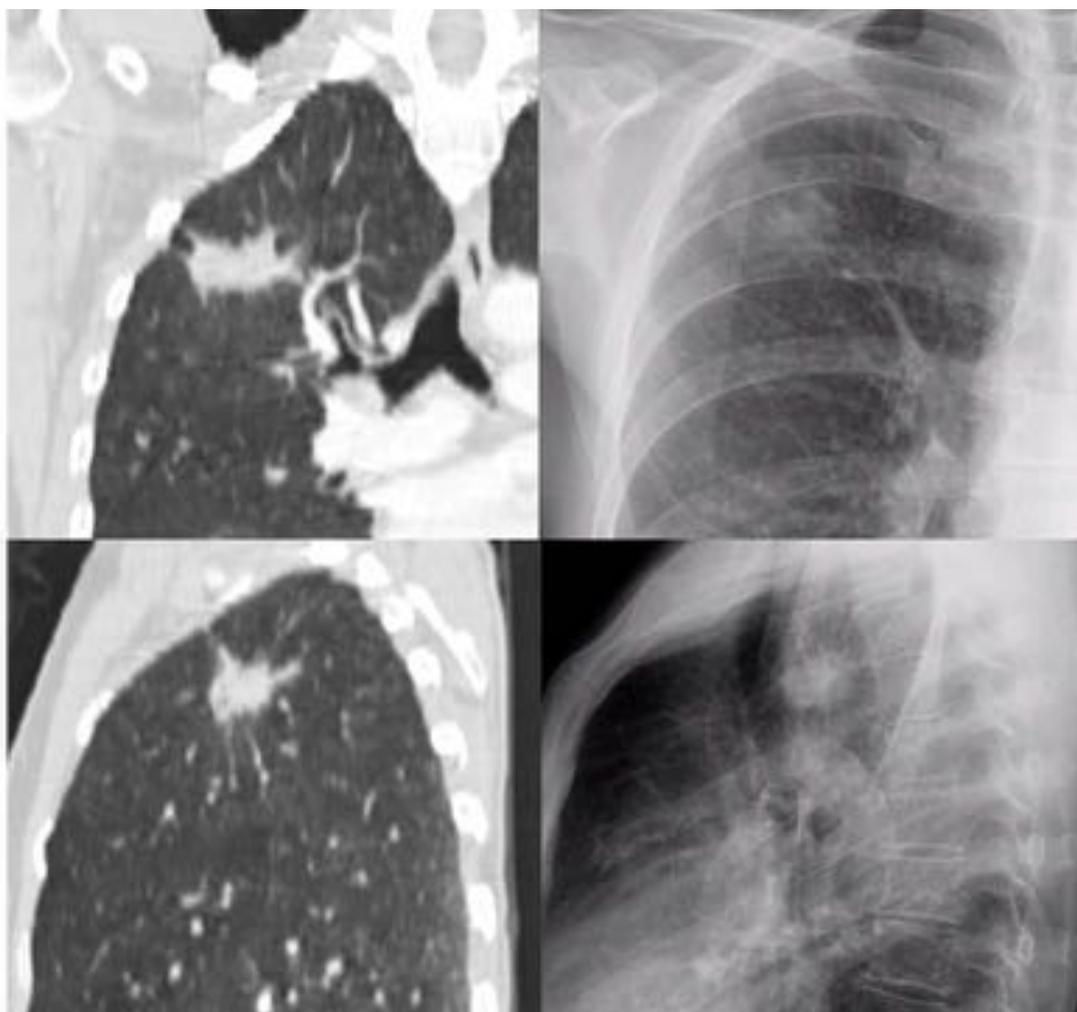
Gran nódulo espiculado en TC y radiografías torácicas con diferentes proyecciones, que resultó ser un adenocarcinoma de patrón lepidico predominante.
